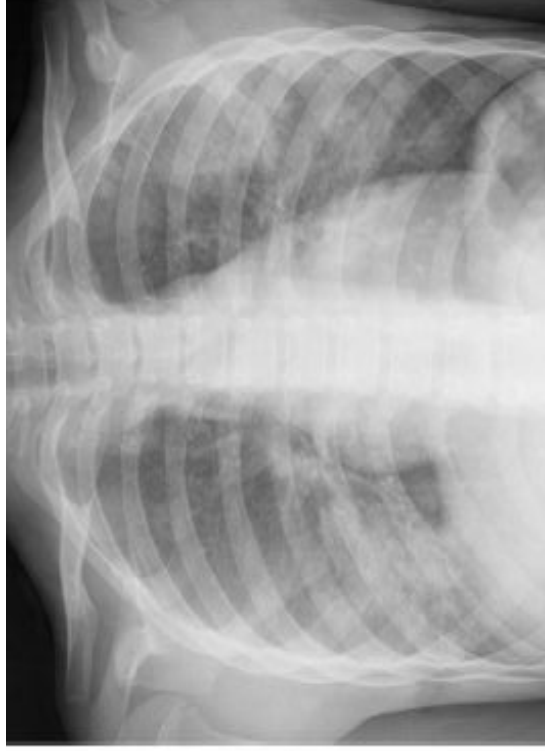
Evidence of pulmonary hemorrhage. A, Chest radiograph showing multiple ground-glass opacities. B, Chest CT scan showing bilateral diffuse consolidation.
